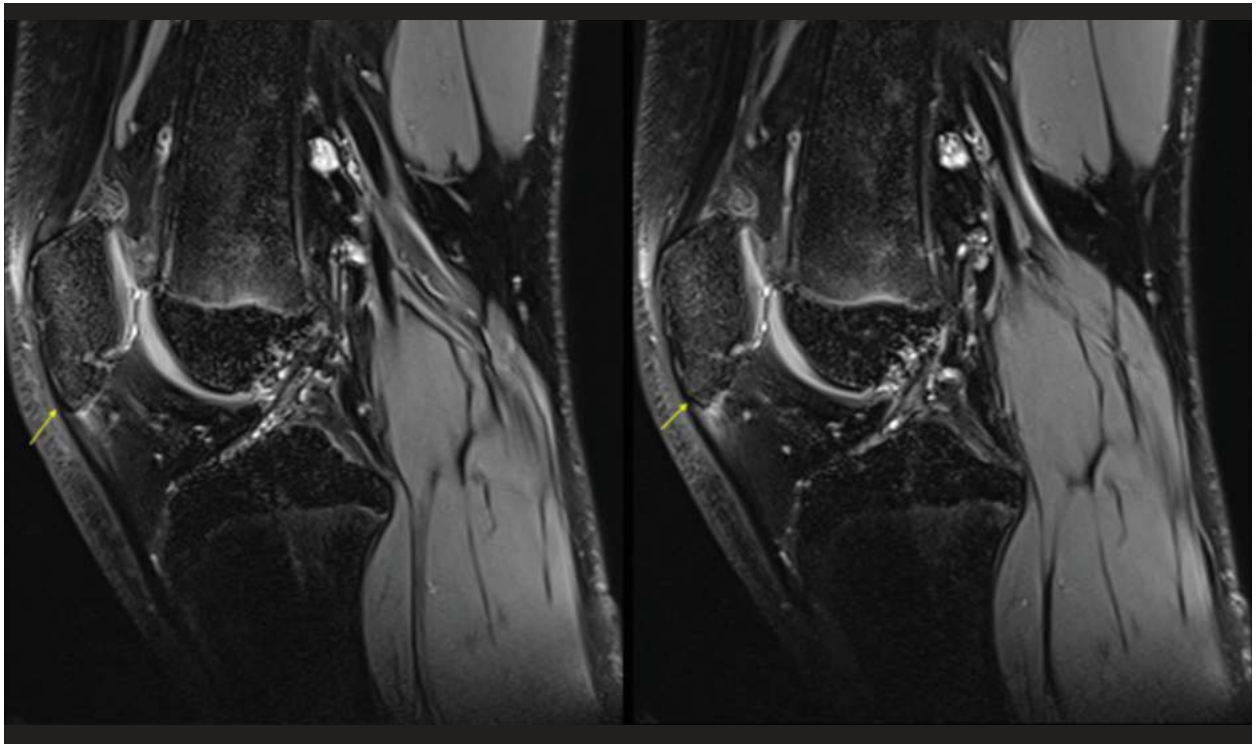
Caso 1. La resonancia magnética de la rodilla derecha aproximadamente siete semanas después de la aplicación de la terapia de ondas de presión radial reveló un desgarro parcial del tendón rotuliano de 3.8 mm, así como engrosamiento y edema de su porción superior.
